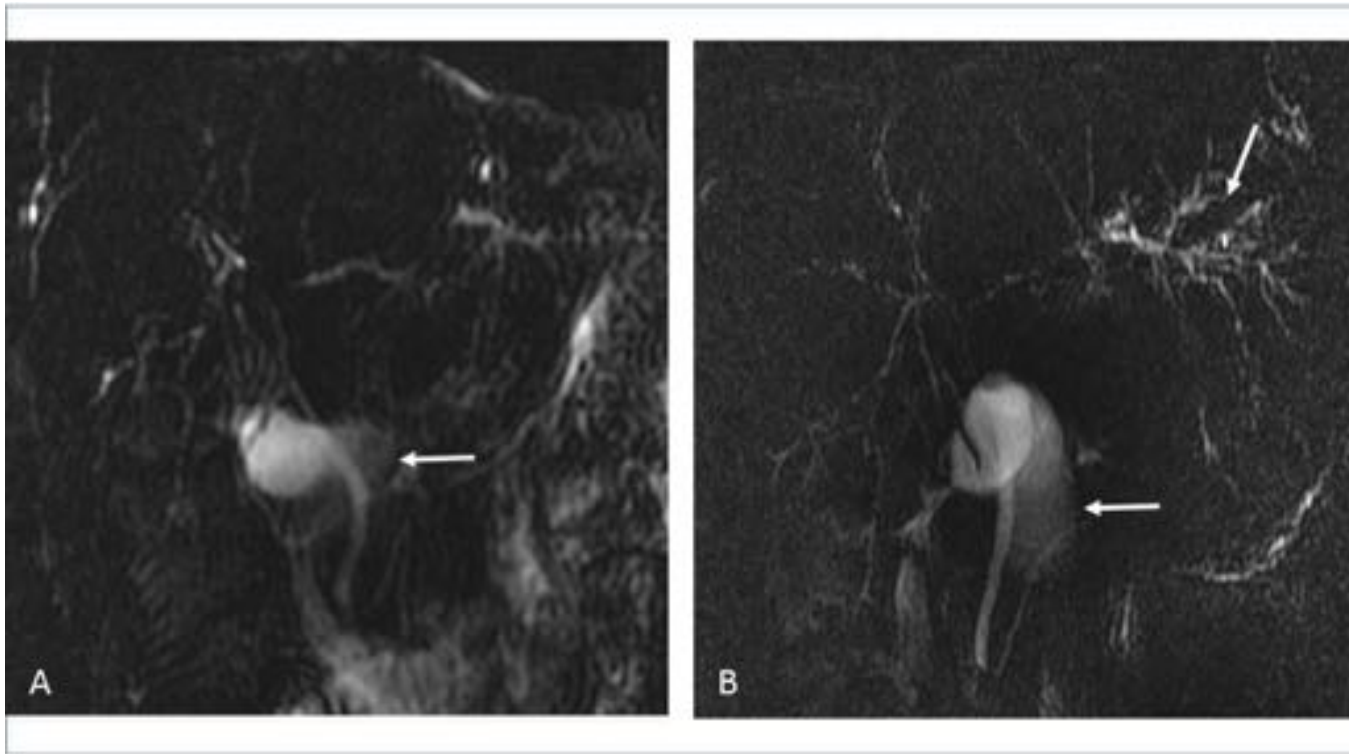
Mujer de 25 años con hepatopatía crónica a estudio. (A y B) . Imagen de corte grueso de una colangiografía RM en la que se aprecia estenosis de los conductos biliares intrahepáticos con dilatación retrógrada desproporcionada, especialmente en el lóbulo hepático izquierdo; hallazgos típicos de CEP (flecha oblicua). Vesícula biliar (flechas horizontales).
